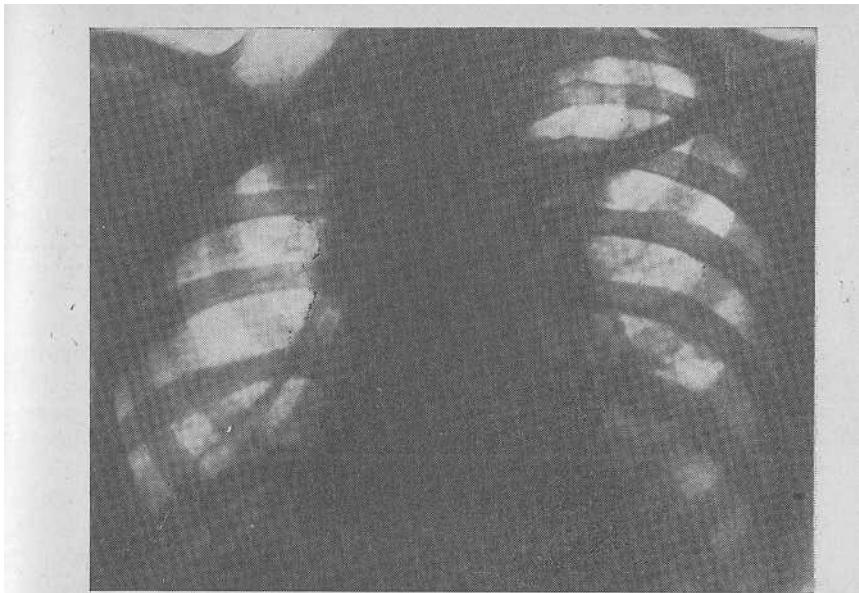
Частичная торакопластика справа (резекция пяти верхних ребер). Рентгенограмма до операции экстраплеврального пневмоторакса.
